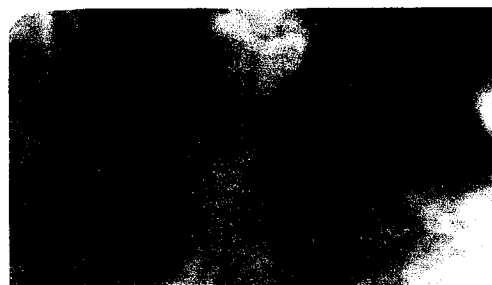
radiographie d'un kyste résiduel.
